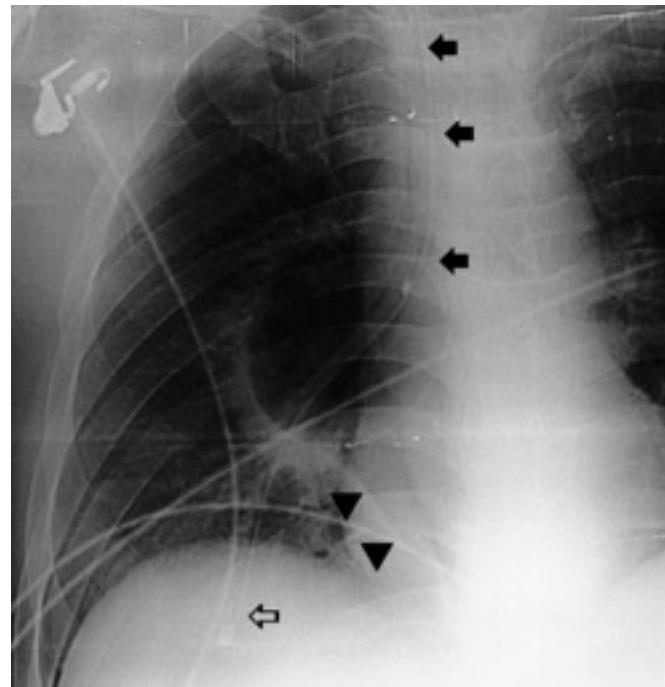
Radiografía de tórax. Imagen detallada del hemitórax derecho (proyección anteroposterior). La sonda intraesofágica (flechas negras) se desvía de su trayecto normal y se dirige al hemitórax derecho. El balón inflado se superpone al hilio y está rodeado de una consolidación pulmonar por el colapso del parénquima circundante. La flecha hueca marca el extremo distal del tubo superpuesto al diafragma y las puntas de flecha señalan el aire mediastínico delimitando el esófago. Véase la perfecta delimitación del borde cardíaco y del diafragma derecho en relación con neumotórax.
